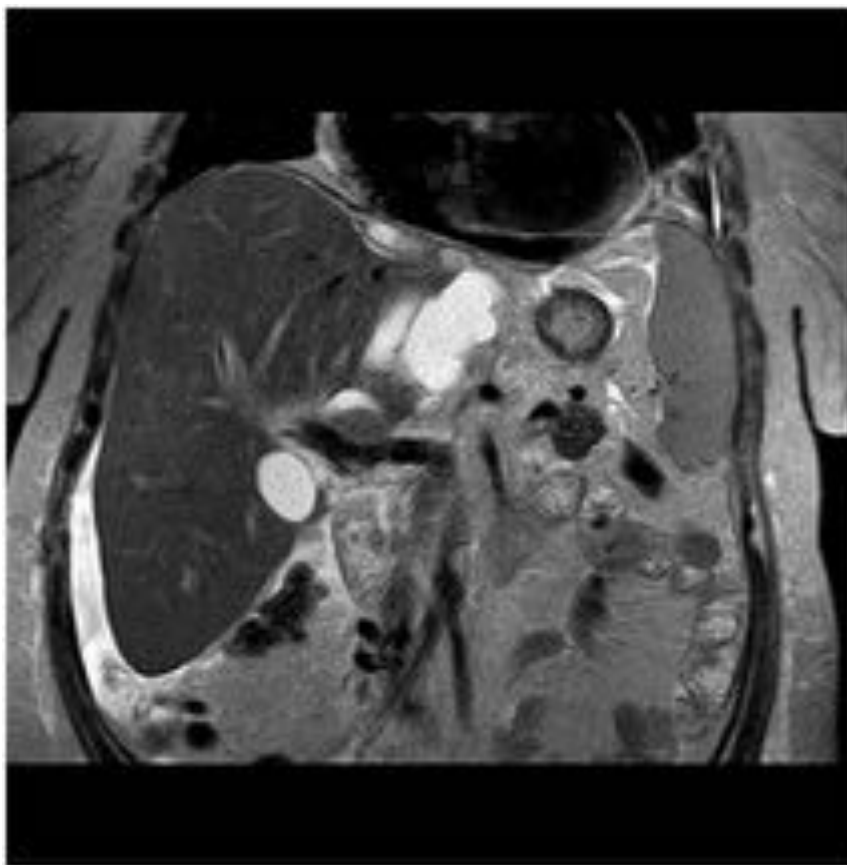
RMN en secuencia TSE coronal T2 de la paciente anterior (Fig.15) que muestra las colecciones hiperintensas, bien definidas ya descritas en la ecografía, compatibles con bilomas.
